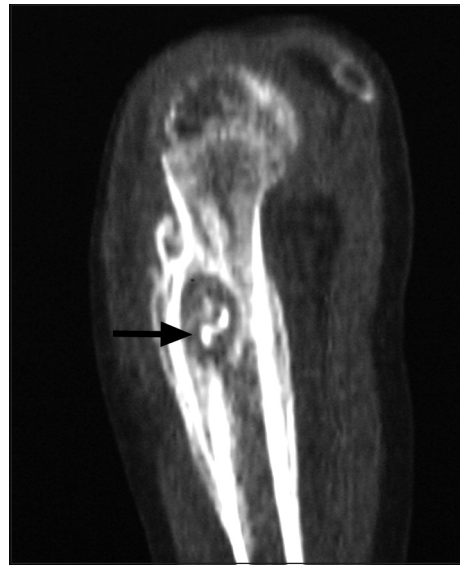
Рентгенологічна картина ОБ дистального кінця стегнової кістки хворої, 16 років. Осередок патологічного остеосклерозу серед спонгіози, який клінічно трактовано як хондробластома
